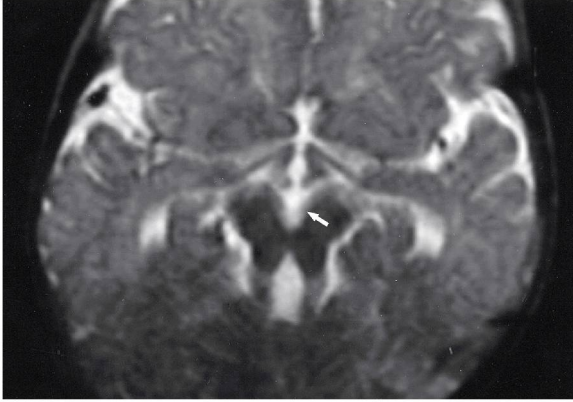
Aksiyal BT'de ponto-mezensefalik bileşke ve kısmi molar diş görünümü izlenmektedir (oklar).
